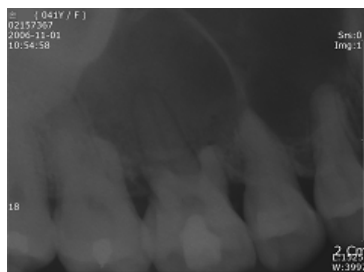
A Periapical view of pre-operation site
